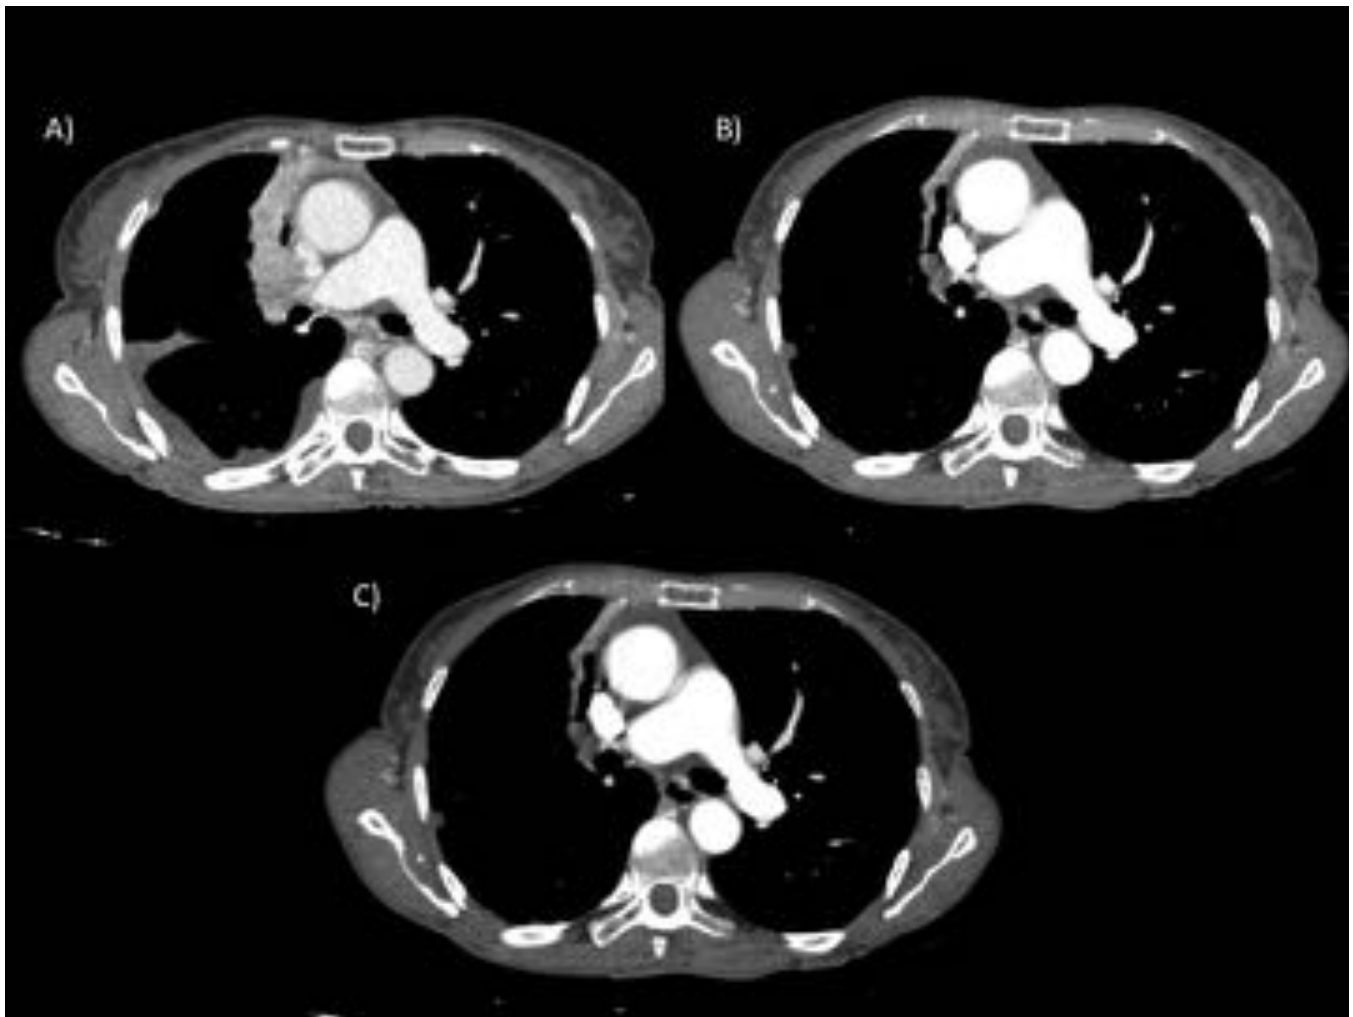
TC de tórax con contraste intravenoso en paciente con adenocarcinoma de pulmón estadio IV. Cortes axiales a nivel de la bifurcación de la arteria pulmonar. A) TC de screening: masa parahiliar derecha con derrame pleural. B) TC a la 6ª semana: marcada disminución del tamaño y la atenuación de la lesión parahiliar derecha y resolución del derrame pleural. C) TC a la 12ª semana: estabilidad de la enfermedad con tendencia a la disminución en tamaño de la lesión parahiliar derecha.
